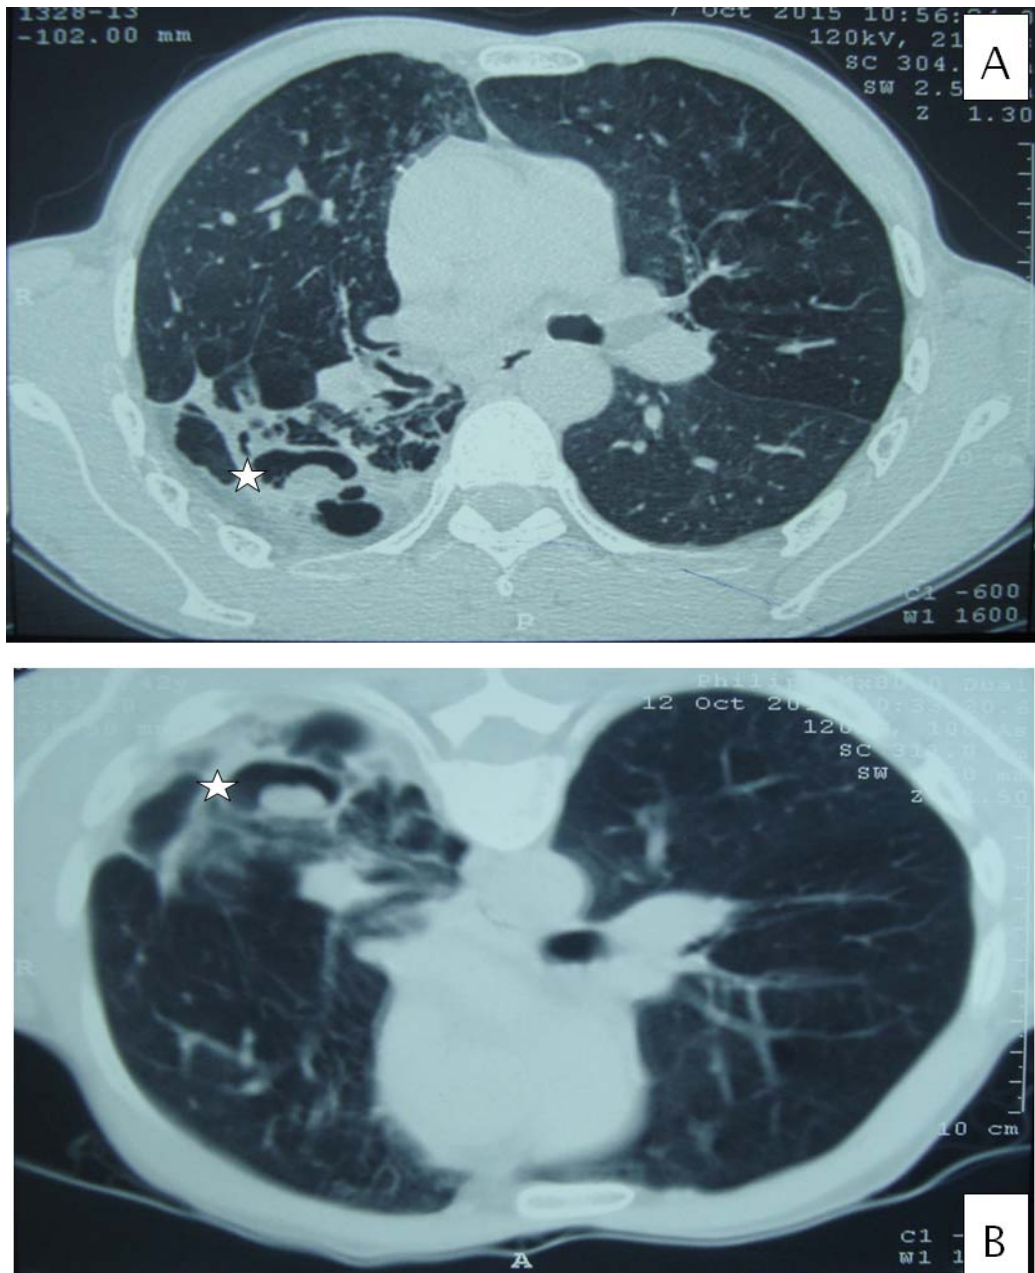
TDM thoracique en coupes axiales montrant la mobilité de la truffe aspergillaire.
